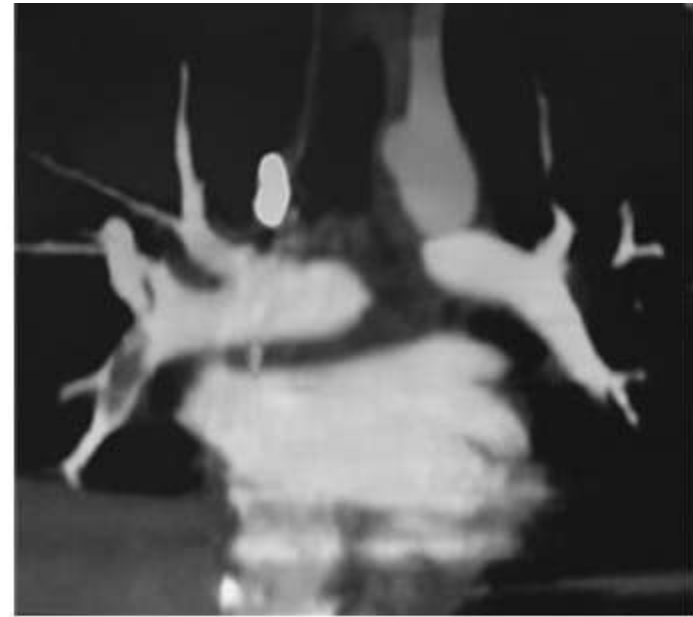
Coronal reconstruction of a pulmonary computed tomography angiography. An embolus is seen in the lower right lung artery.
